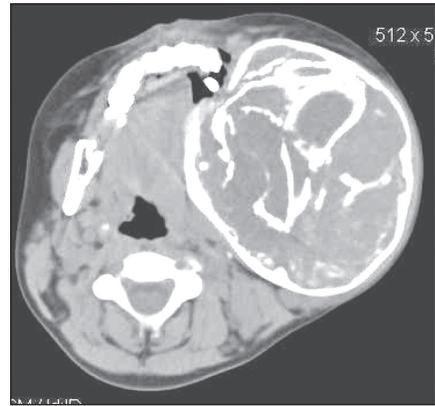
КТ. Больная Б., 9 лет. Обширная гигантоклеточная опухоль челюстно-лицевой области слева, ячеистой формы
